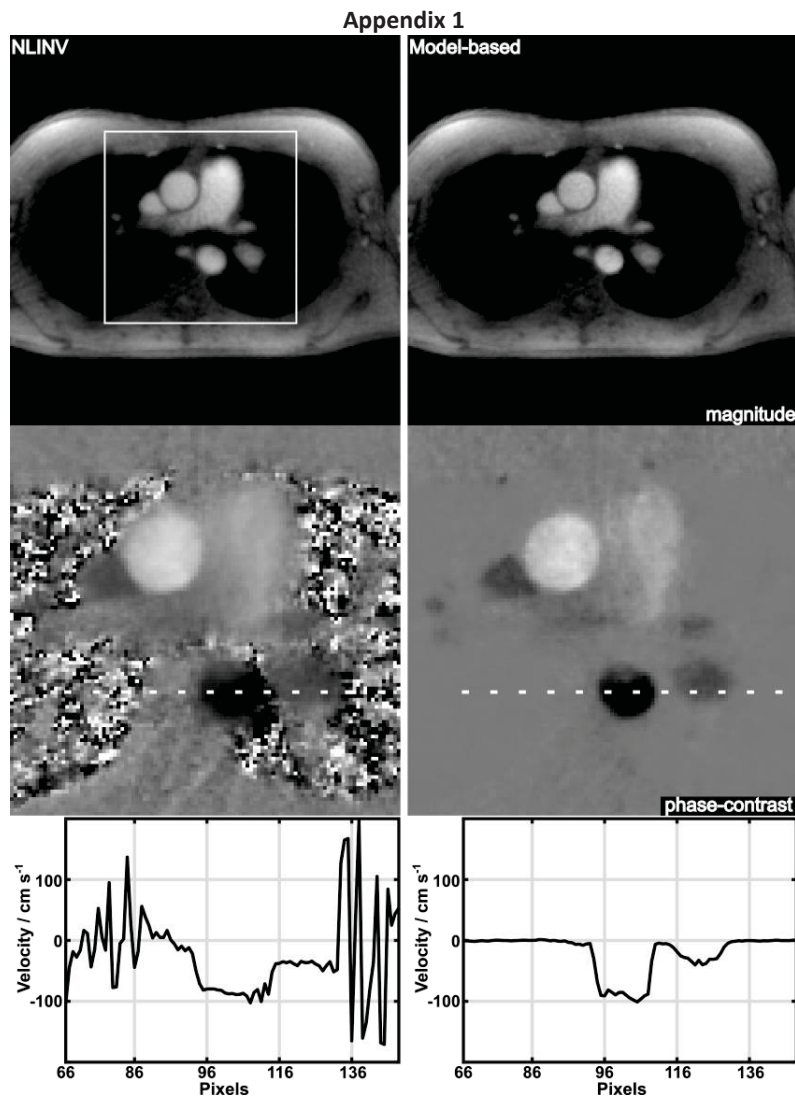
(Left) NLINV and (right) model-based reconstructions of (top) systolic magnitude images and phase-contrast maps (magnified views) as well as (bottom) velocity profiles (along indicated reference lines) for real-time phase-contrast MRI of aortic blood flow in a healthy volunteer at 35.7 ms resolution and VENC = 200 cm/s.
